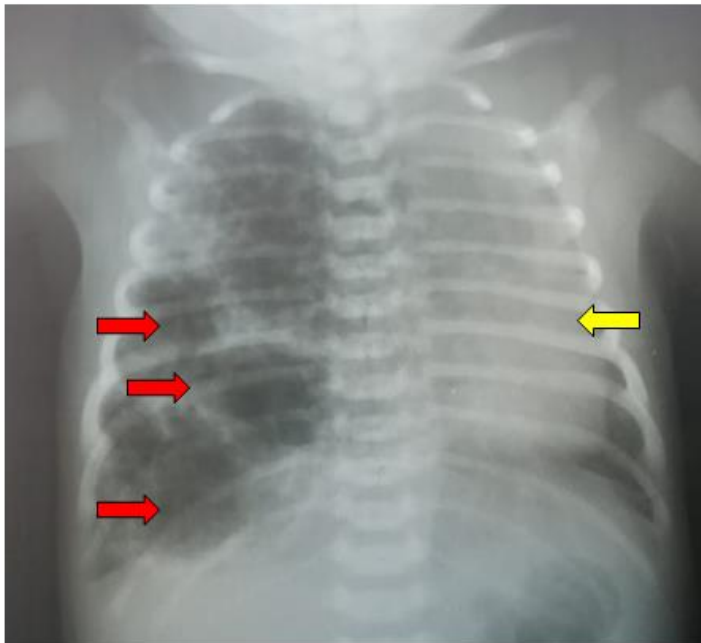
Radiografía de tórax AP: se observa la presencia de múltiples imágenes redondeadas que disminuyen la densidad del parenquima pulmonar, de bordes delgados, bien definidos (Flecha roja). Las cuales producen un enfisema compensador que provoca desviación del mediastino hacia el lado izquierdo. (Flecha amarilla)
